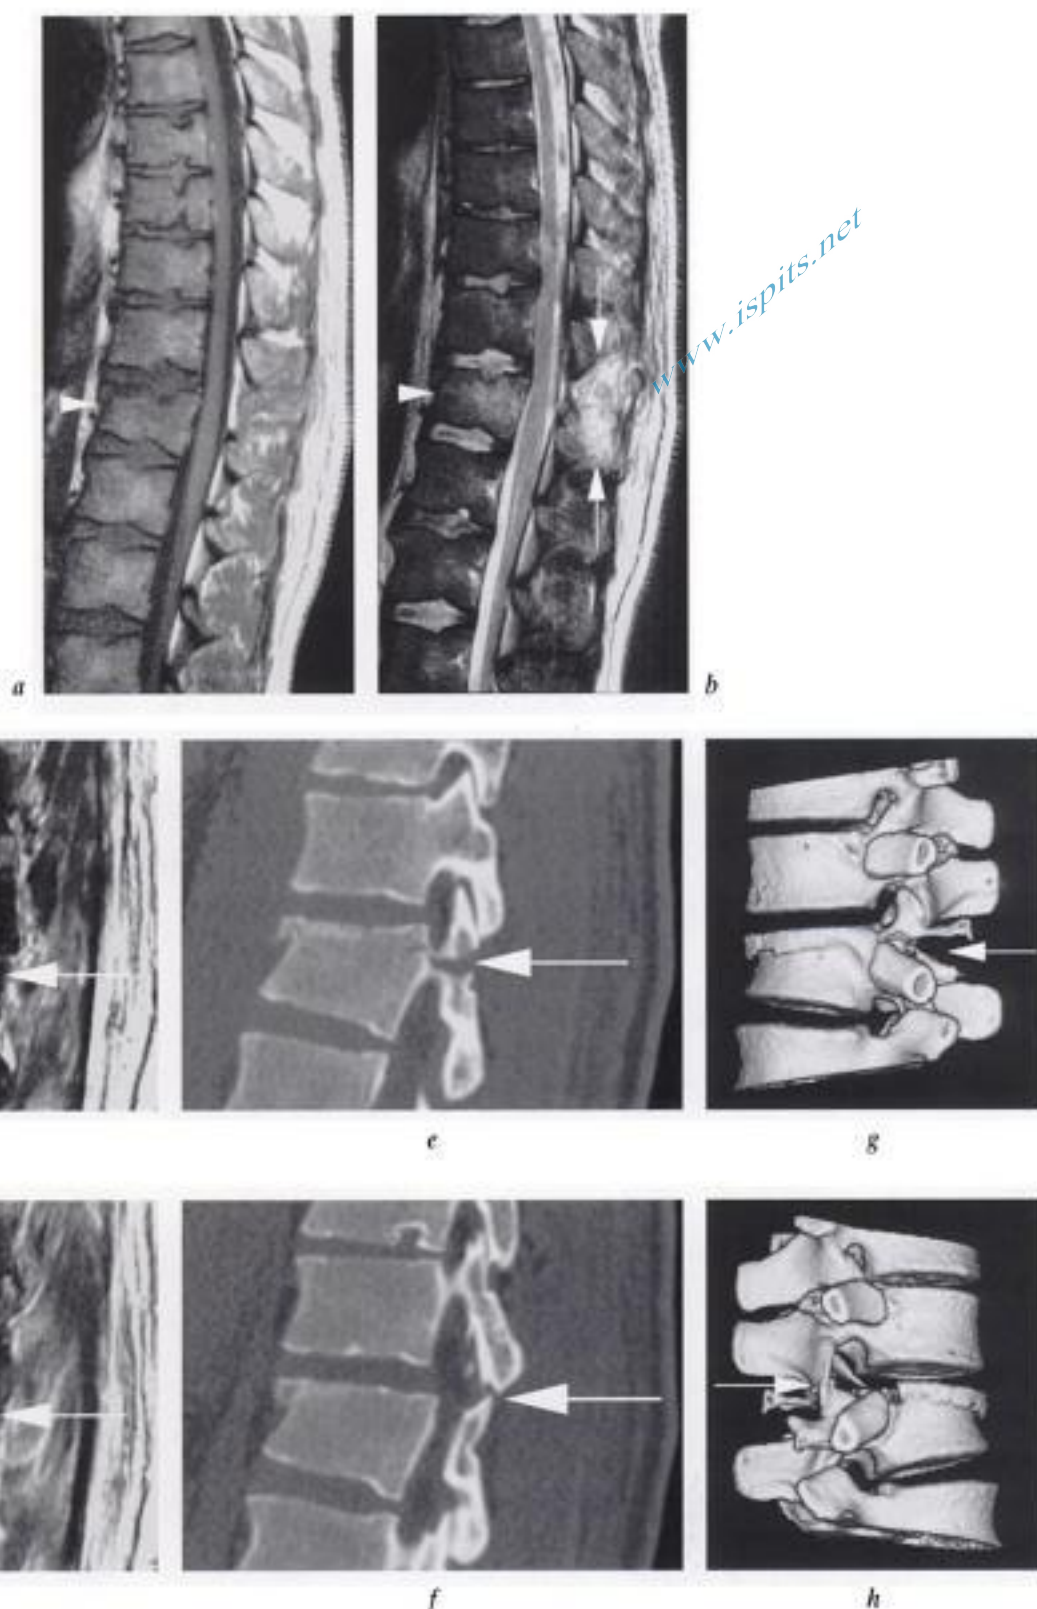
Lésions vertébrales complexes du corps vertébral et des arcs postérieurs (traumatisme en hyperflexion), bilan IRM et scanner (fracture de type Chance).
